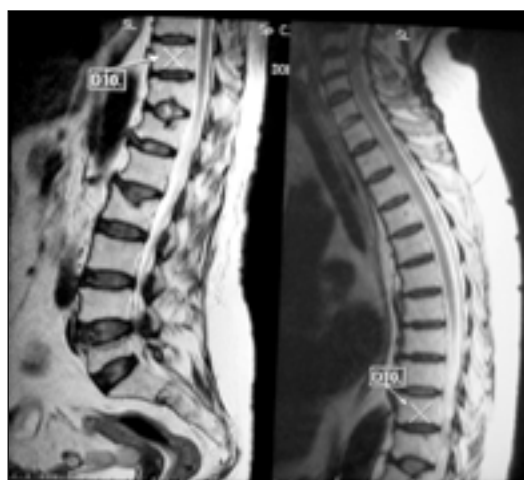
IRM coloană vertebrală dorso-lombară
